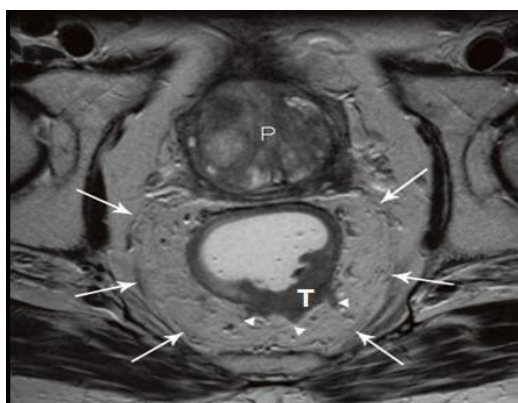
IRM pelvienne montrant une tumeur rectale envahissant le mésorectum
